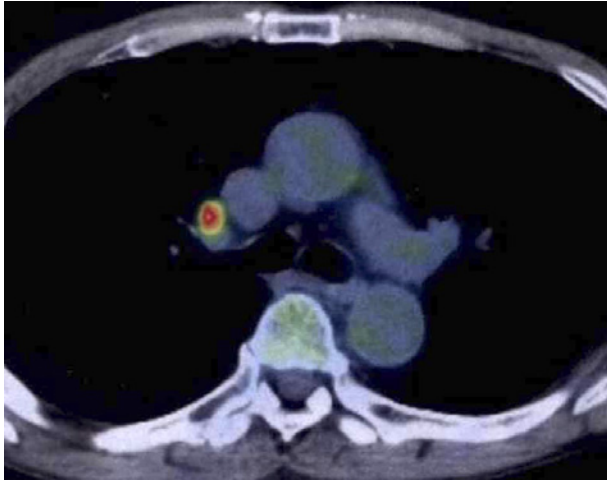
FDG-PET/CT: FDG accumulation with an SUV-max of 5.6 was detected in the right hilum lymph node (#12).
